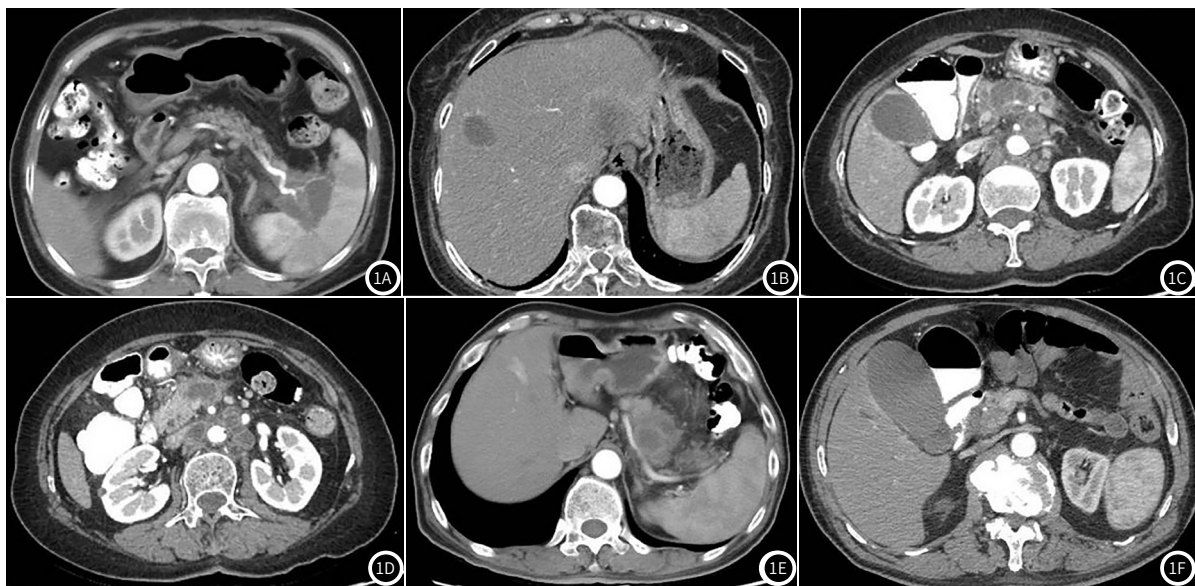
胰腺癌多层螺旋CT增强扫描表现。1A和1B: 胰腺癌IV期,胰腺尾部肿块,轻度不均匀强化,血管受侵,1A显示脾脏受累及,1B显示肝脏转移。1C和1D: 胰腺癌III期,胰体部肿块,轻度不均匀强化,可见腹膜后多发淋巴结转移。1E: 胰腺癌II期,胰体部肿块,轻度不均匀强化,未侵犯血管。1F: 胰腺癌I期,胰头部肿块,长径1.8cm,不均匀强化,未侵犯血管。
